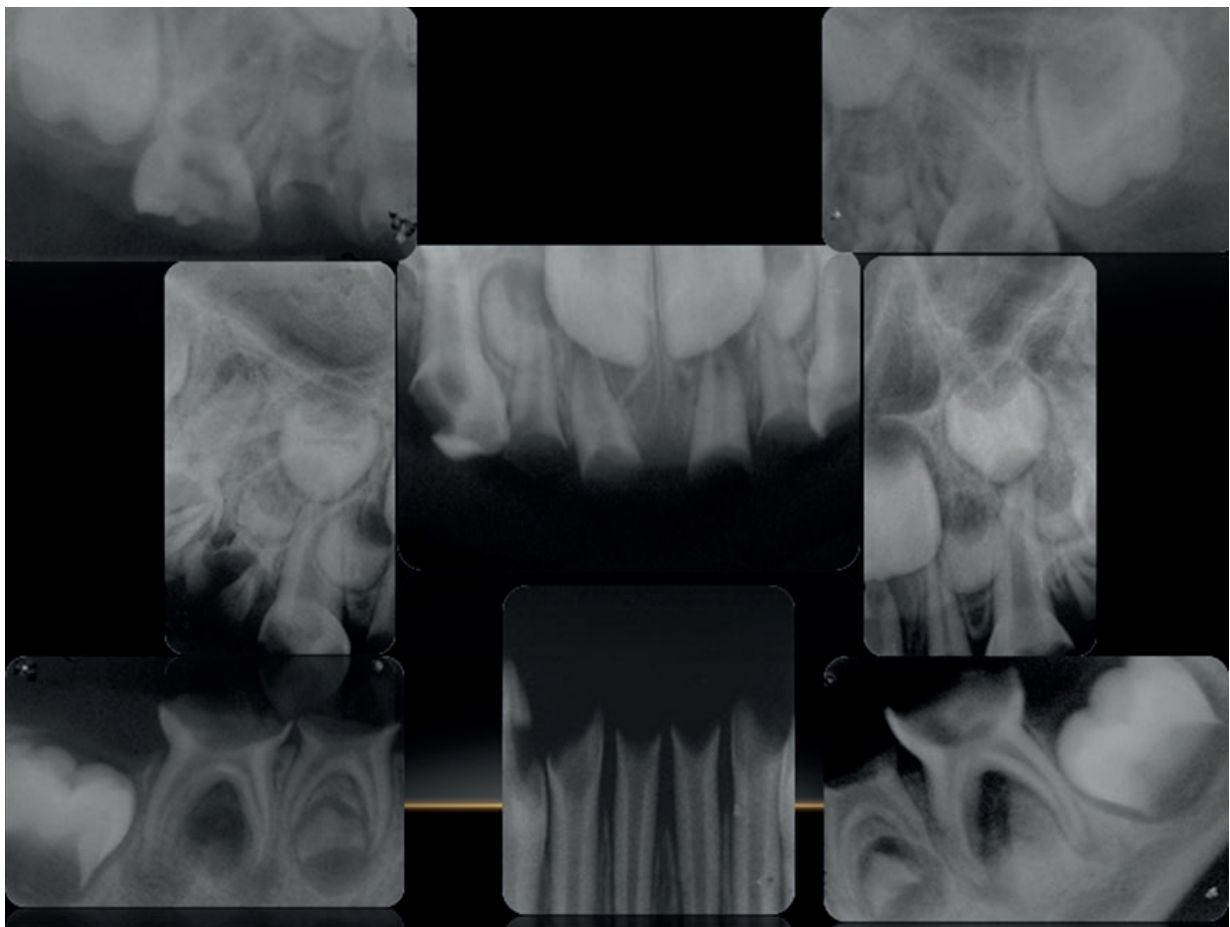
Radiografias periapicais da paciente. Fonte: Os autores.
